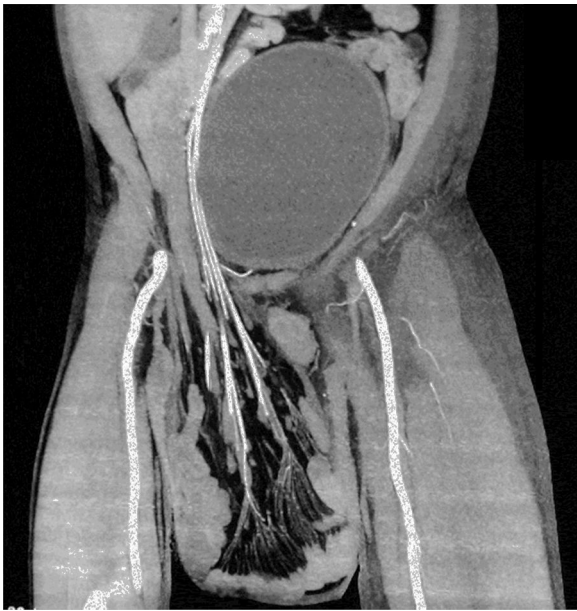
La angiotomografía de abdomen en plano coronal muestra asas intestinales de intestino delgado en saco herniario extraabdominal, sin compromiso vascular, y vejiga llena.
